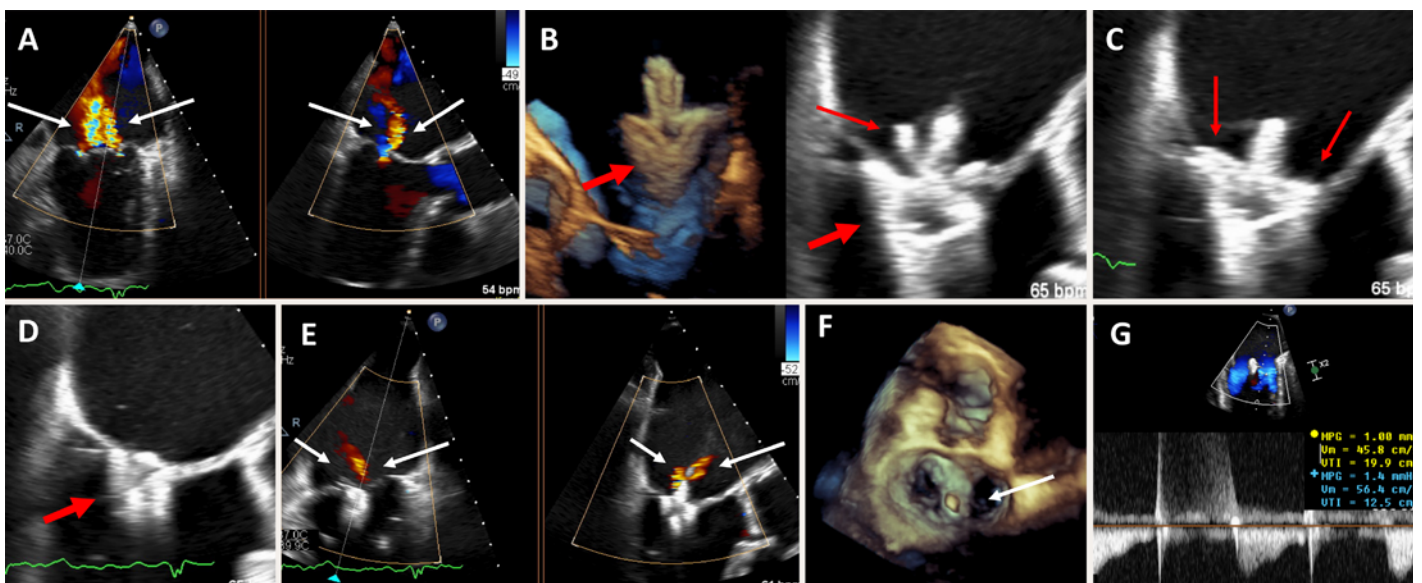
Echocardiographie transœsophagienne pendant l'implantation d'un système de réparation PASCAL en présence d'une insuffisance mitrale (IM) fonctionnelle sévère. A) IM fonctionnelle sévère, représentée en Doppler couleur (flèches blanches); B) d'abord, positionnement du système de réparation PASCAL au niveau de l'IM (flèche fine: «claspers», flèche épaisse: «paddles»); C) saisie du feuillet mitral antérieur et postérieur à l'aide des «claspers» (flèches fines rouges); D) fermeture des «paddles» (flèche); E) résultat après pose du système de réparation PASCAL, seule une IM de degré léger est encore visible (flèche blanche); F) représentation de la bonne position du système de réparation PASCAL à l'échographie 3D (flèche blanche); G) Gradient transvalvulaire mitral après l'intervention (1,4 mm Hg).
